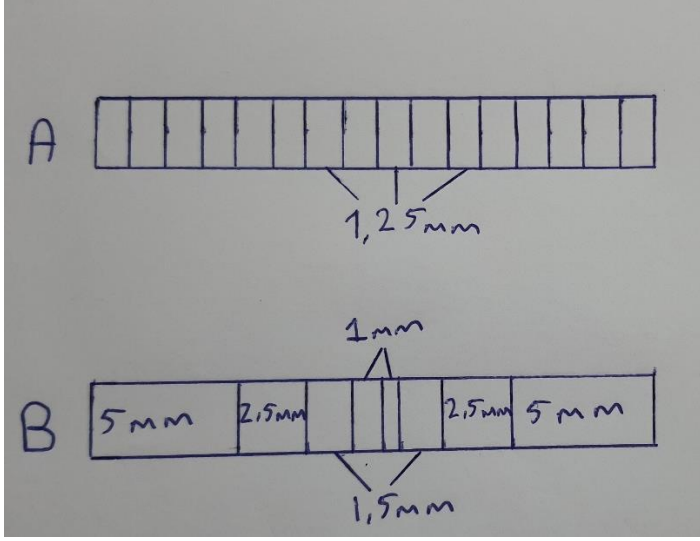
BT dedektörleri. A. Xenon dedektörler. B. Solid dedektörler.
